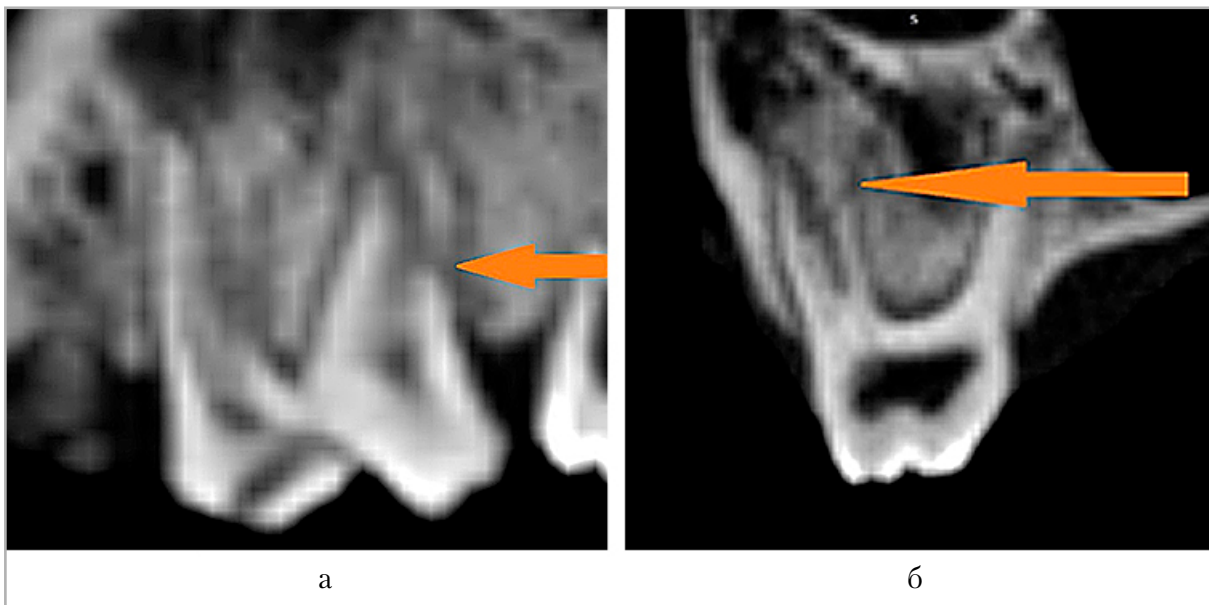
МСКТ, мультипланарная реконструкция в кососагиттальной (а) и коронарной (б) плоскостях. Латеральная группа зубов на верхней челюсти. Определяется укорочение щечного корня с признаками его перелома в средней трети, расширение периодонтальной щели (стрелка)
